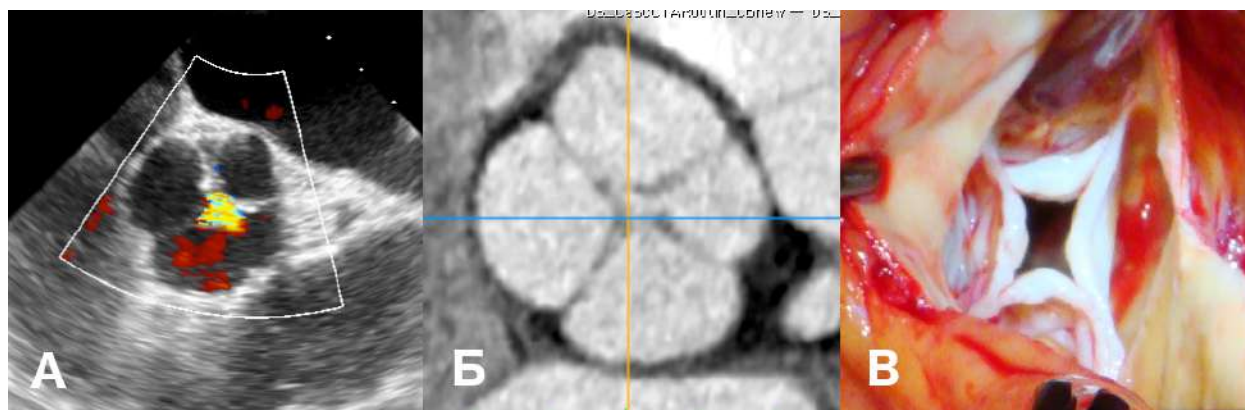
Четырехстворчатый аортальный клапан, осложненный тяжелой аортальной недостаточностью, при чреспищеводной эхокардиографии (А), при мультиспиральной компьютерной томографии с контрастированием (Б), и интраоперационно (В)
